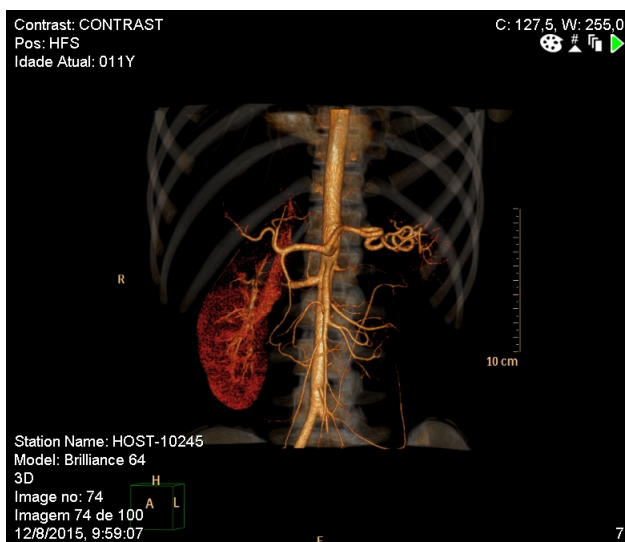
Angio – TC abdominal (reconstrução 3D)
